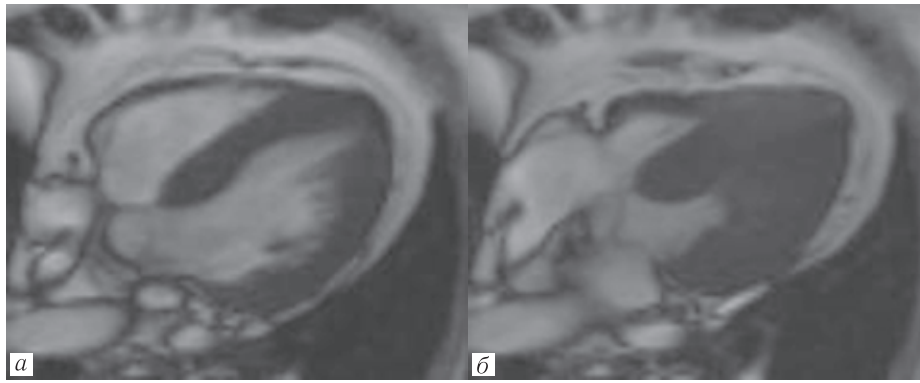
Магнитно-резонансные томограммы сердца пациентки Т., 61 года в четырехкамерной проекции: *а* — в диастолу; *б* — в систолу — на уровне базальных, средних и апикальных сегментов левого желудочка отмечается утолщение миокарда. В систолу в средних и апикальных сегментах полость левого желудочка не визуализируется (облитерация полости желудочка). В систолу на верхушке левого желудочка определяется микроаневризма
